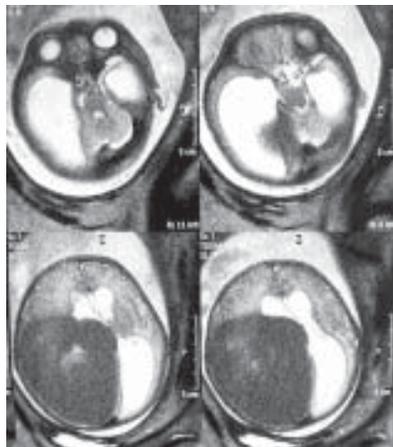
Resonancia magnética fetal. Se observa claramente extensión y ubicación del tumor, además de la compresión del parénquima encefálico adyacente.
